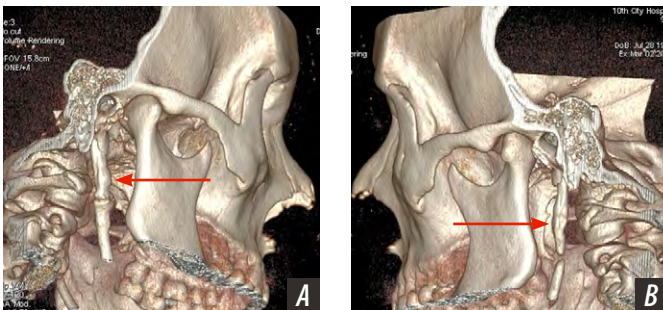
А — суставоподобное сочленение; правый шиловидный отросток удлинен, образует с обызвествленной связкой суставоподобное сочленение; отмечается также искривление отростка в медиальную сторону. В — костный фрагмент в шилоподъязычной связке; левый шиловидный отросток удлинен; в шилоподъязычной связке один костный фрагмент. Женщина, 32 года, данные КТ
